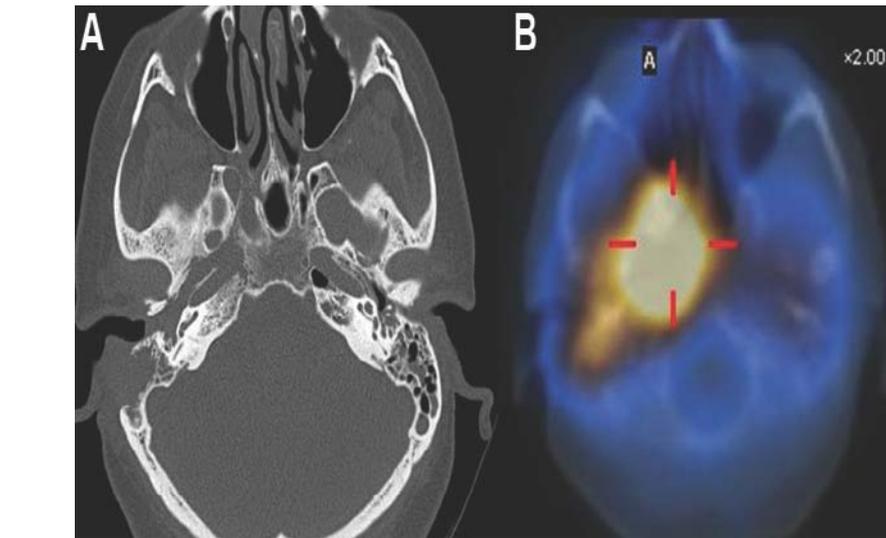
(A) TDM montrant une érosion osseuse limitée à la mastoïde droite ; (B) TEP TDM démontrant une fixation du traceur par l'os temporal atteignant la ligne médiane. [172]
